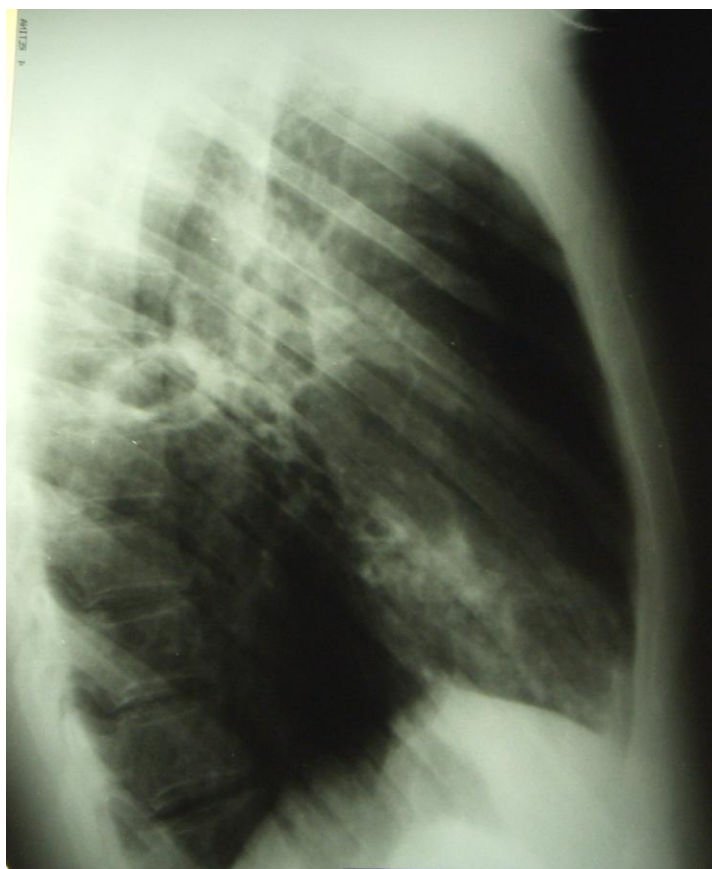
Обзорная рентгенограмма органов грудной полости (правая боковая проекция). Тот-же пациент.
